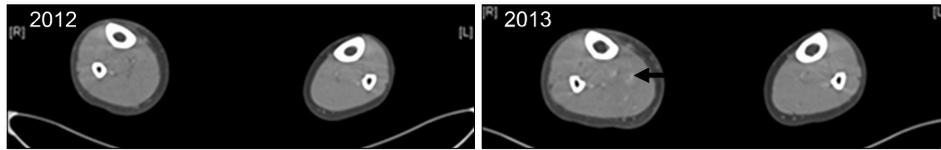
Computed tomography showing a newly developed right posterior tibial vein thrombosis (black arrow) in January 2013, which was undetectable in June 2012.
